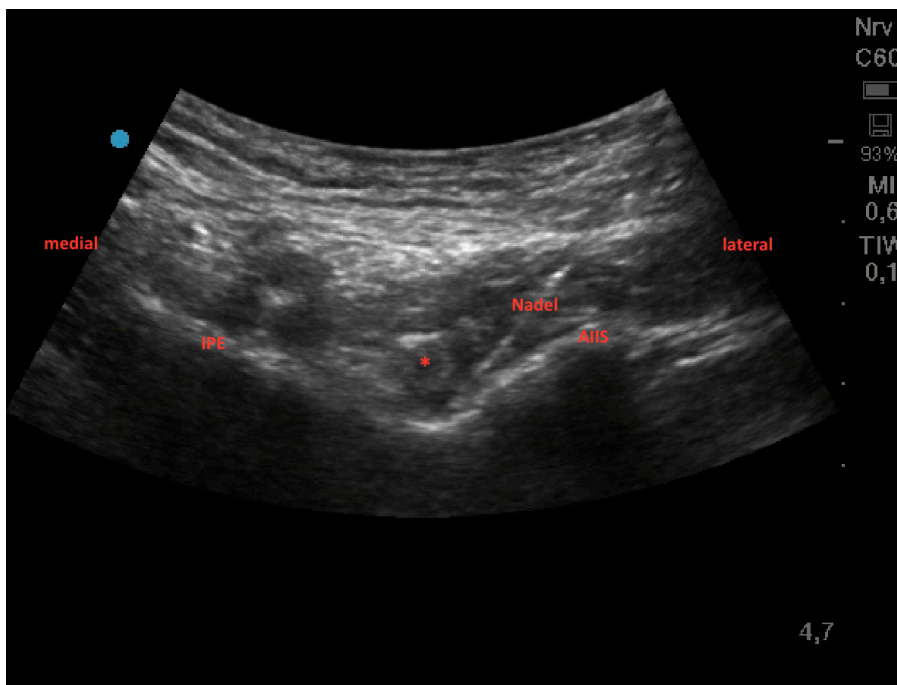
Sonographisches Bild nach Einführen der Kanüle: IPE, Eminentia iliopubica; \*Psoas Sehne; AIIS, Spina iliaca anterior inferior (BGU Frankfurt - Venue™ von GE HealthCare, USA)
